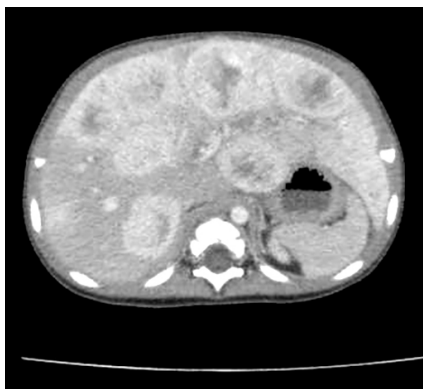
Дівчинка Л., 4 місяці. КТ з контрастуванням, аксіальна проекція. Множинні гемангіоми печінки являють собою округлі вогнища, що інтенсивно накопичують контраст в артеріальній фазі, розділені нормальною паренхімою печінки.
